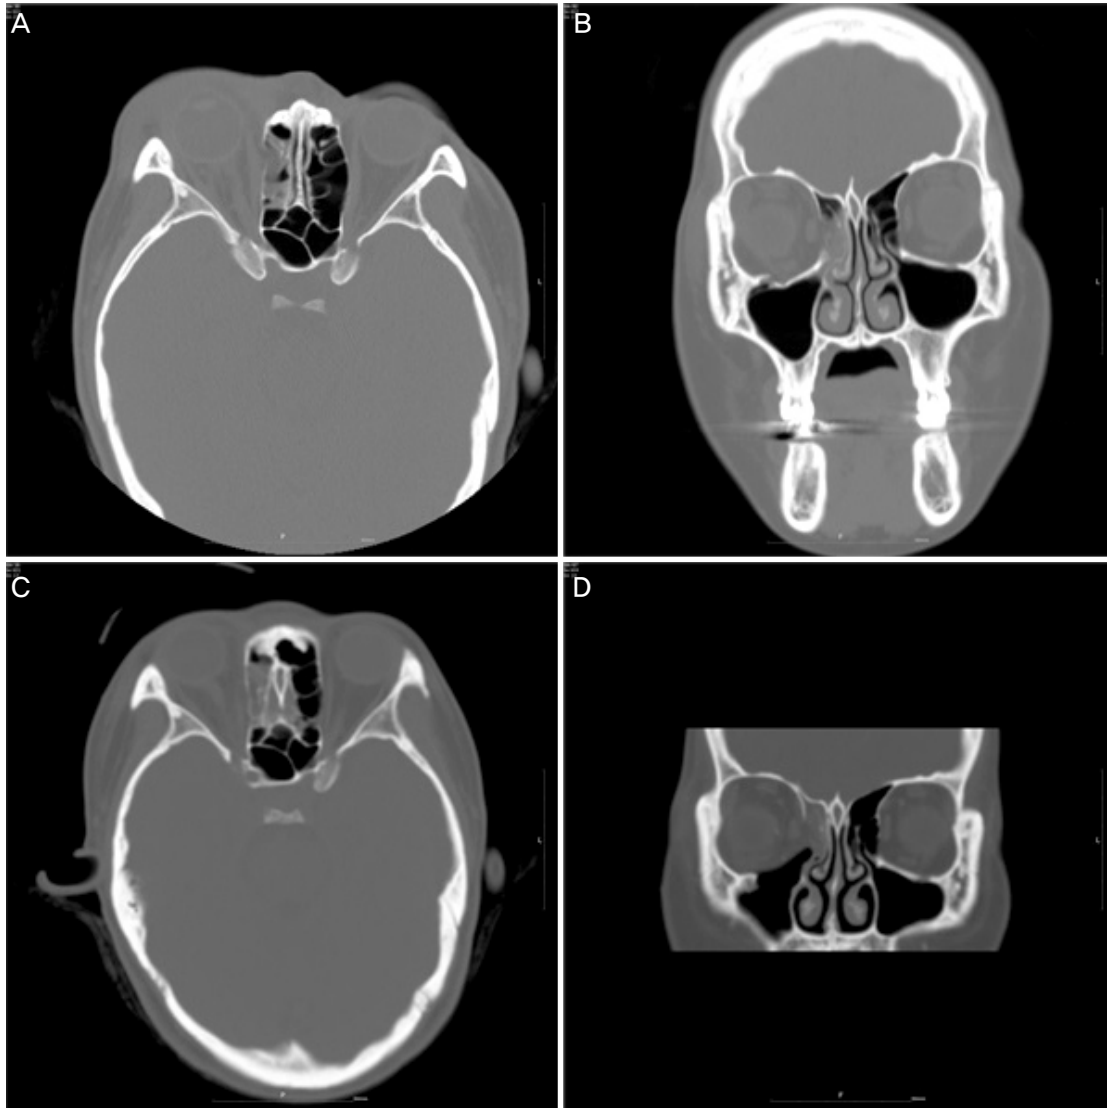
Orbital Computed tomography of the patient. Orbital Computed tomography of preoperative combined medial and inferior orbital wall fracture. (A) Axial view. (B) Coronal view. Well-reconstructed medial and inferior orbital wall fracture with Endoscopic transnasal and transconjunctival approach. (C) Axial view. (D) Coronal view.
